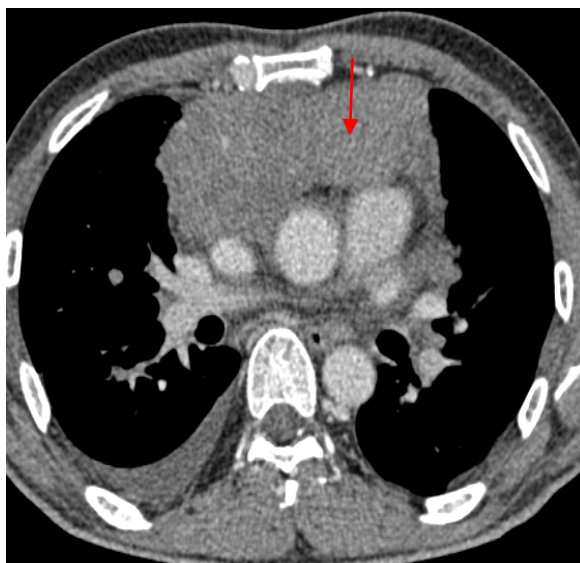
TDM C+ : Coulée d'adénopathies réalisant un aspect de masse médiastinale (flèche rouge) , rehaussée après injection de PDC, associé à un épanchement pleuropéricardique gauche → lymphome non hodgkinien.
